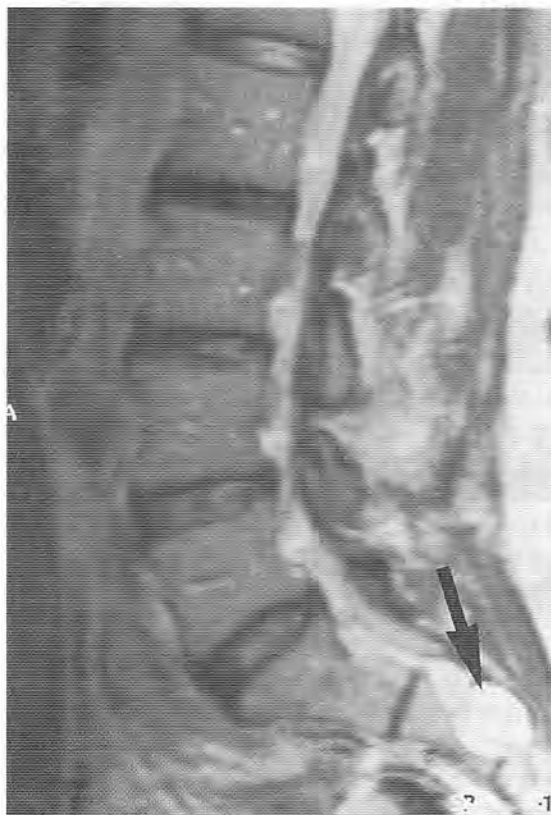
Quistes de Tarlov (perineurales). (A) RM parasagital potenciada en T2 que muestra masas quísticas (*flecha*) en la región sacra, con una intensidad ligeramente mayor que la del líquido cefalorraquídeo. (Continúa en la página 177).
